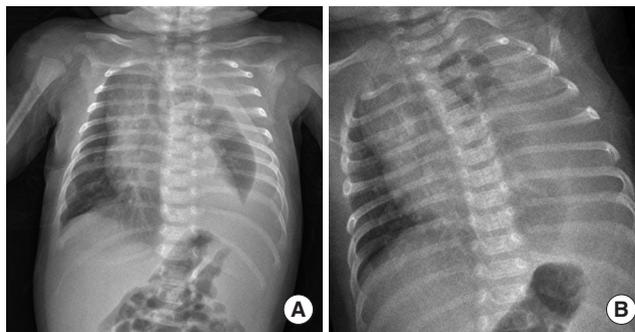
Chest anterior-posterior (A) and lateral (B) radiography showed large amount of unilateral pleural effusion.
